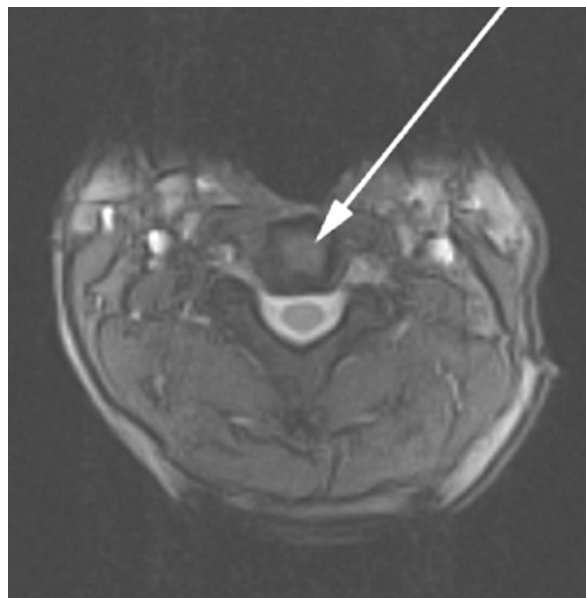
МРТ шейного отдела позвоночника. T1-ВИ. Аксиальный срез. Гемангиома тела C2
